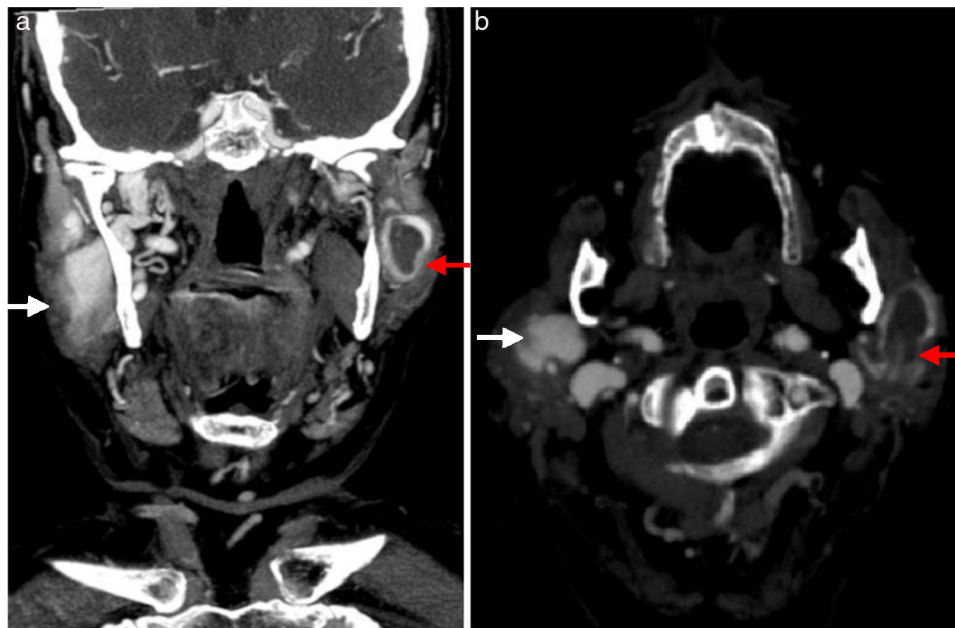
a y b) Corte coronal y transversal de la TAC, donde se observa la trombosis parcial del aneurisma de la vena yugular externa izquierda de 20 mm de diámetro máximo (flecha roja) y aneurisma de la vena yugular externa de unos 22 mm de diámetro máximo (flecha blanca).
